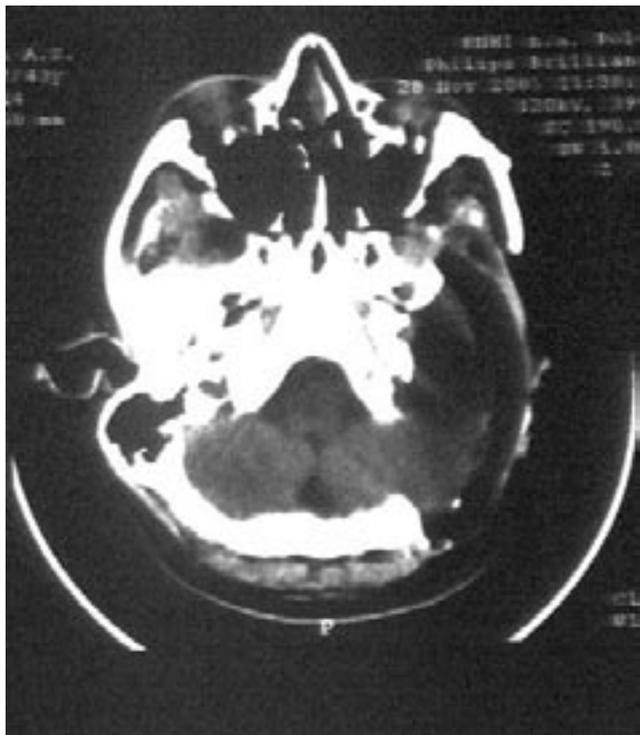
КТ после операции. Состояние после тотального удаления опухоли и блок-резекции пирамиды. Отсутствие рецидива
